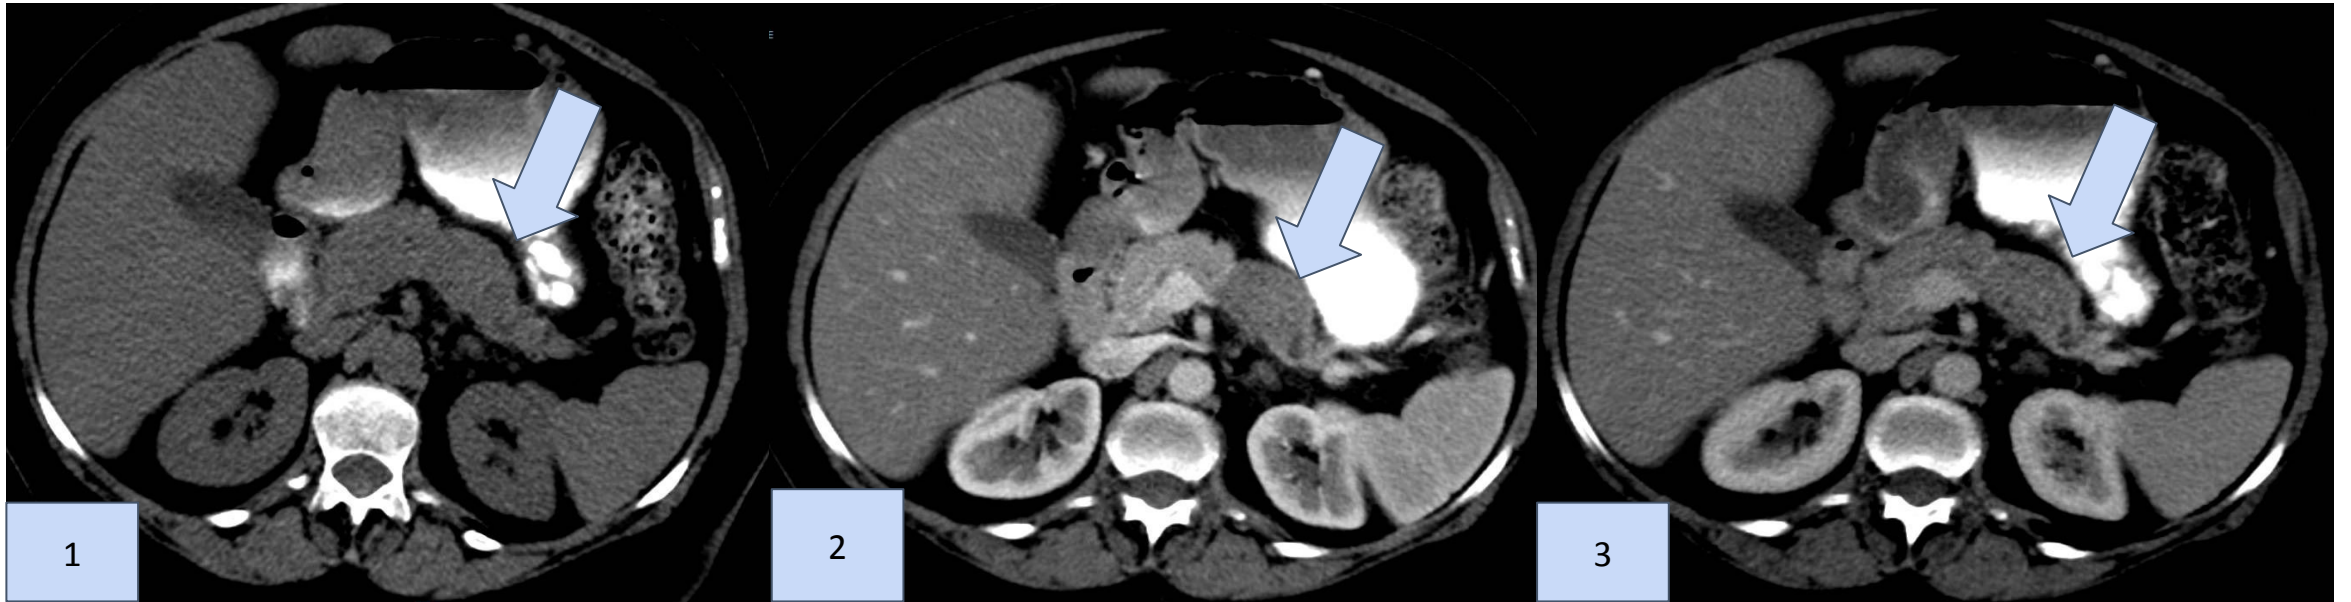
TC de abdomen sin contraste endovenoso se observa una formación nodular hipodensa a nivel del cuerpo pancreático.
